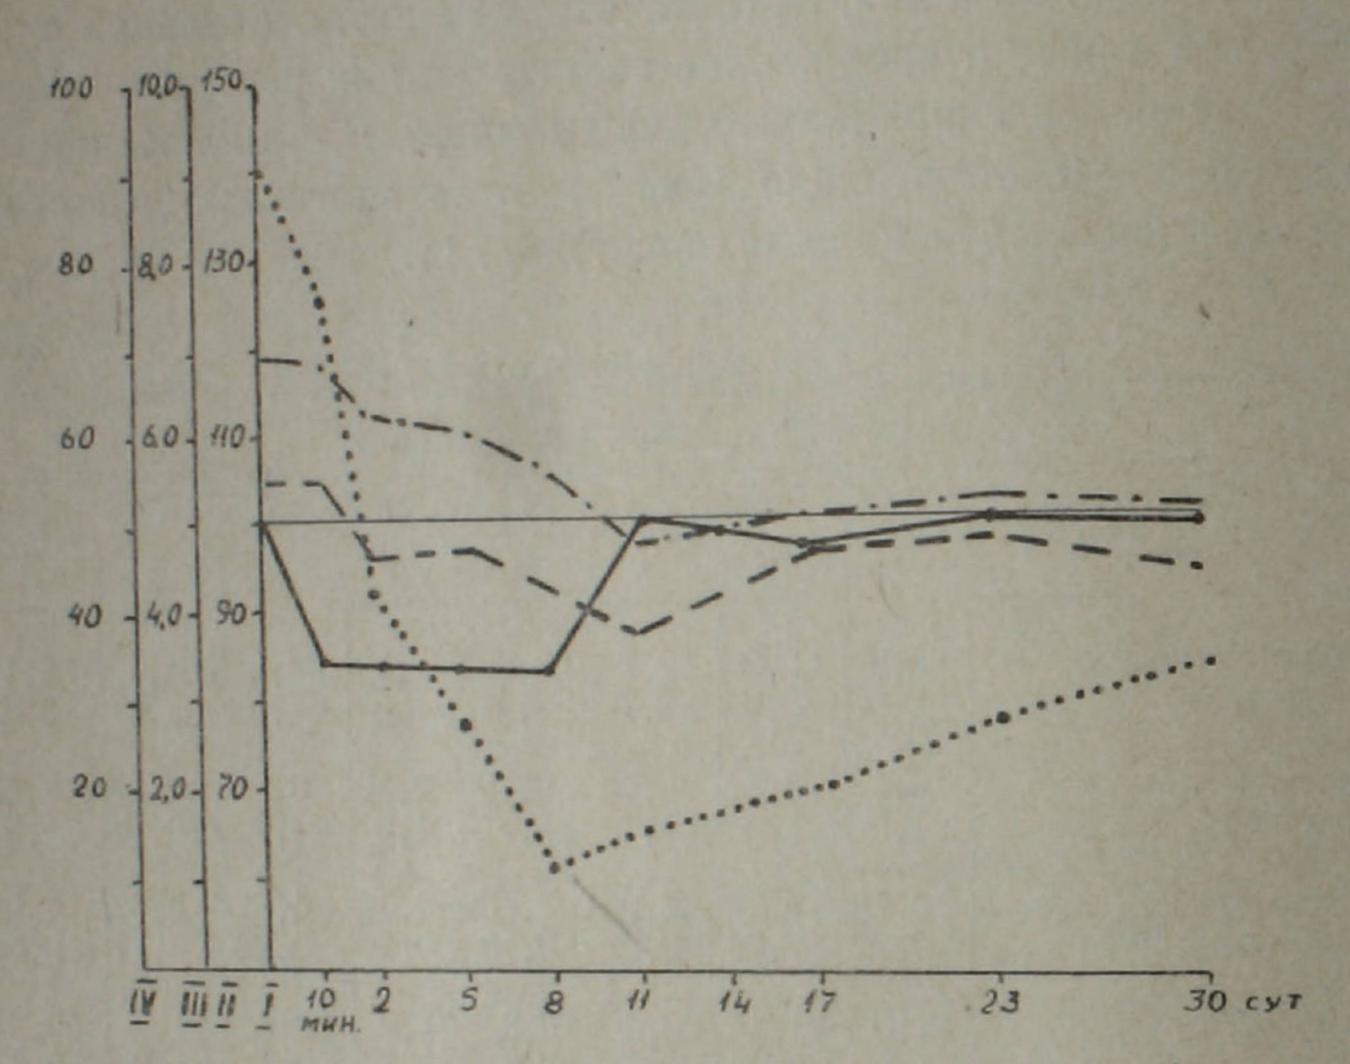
Динамика изменения поглотительной функции РЭС при облучении рентгеновскими лучами в дозе 1100 р. Обозначения прежние.
